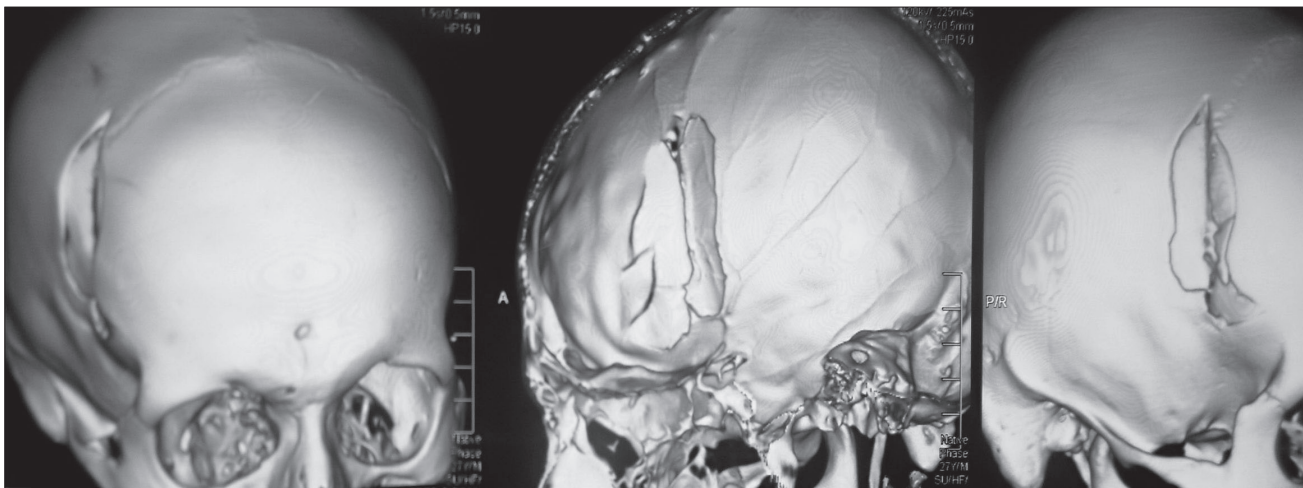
Мультиспиральная компьютерная томограмма черепа потерпевшего М. (3D-реконструкция), представленная на экспертизу
